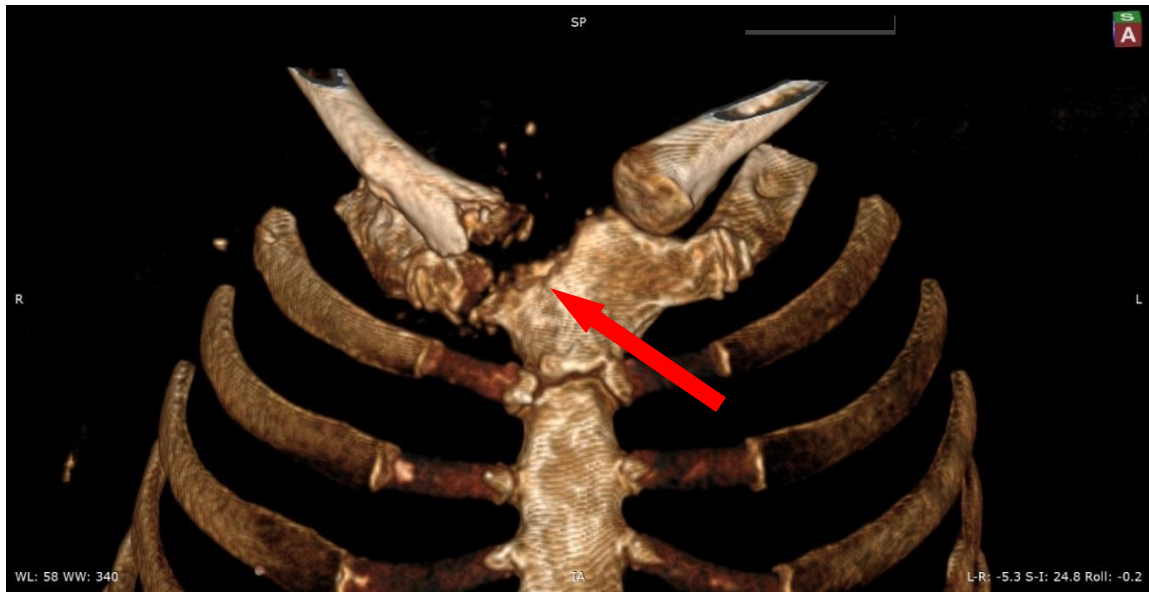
КТ-картина ИАГКС справа с деструкцией рукоятки грудины, головки ключицы и хрящевого отрезка 1 ребра (красная стрелка) у пациентки К.
